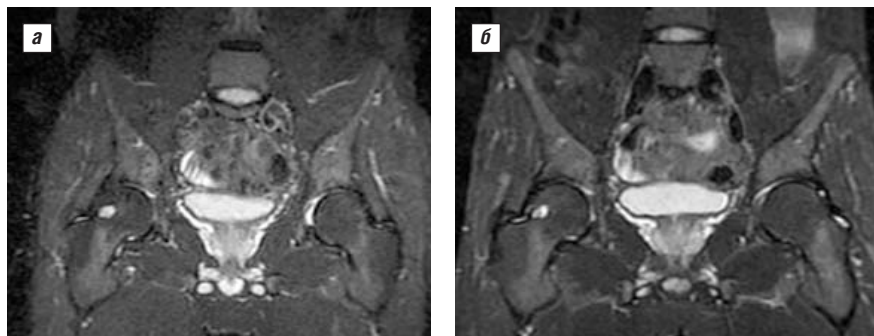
МРТ ТБС: а – исходно; б – динамика изменений через 9 мес; киста головки правой бедренной кости
